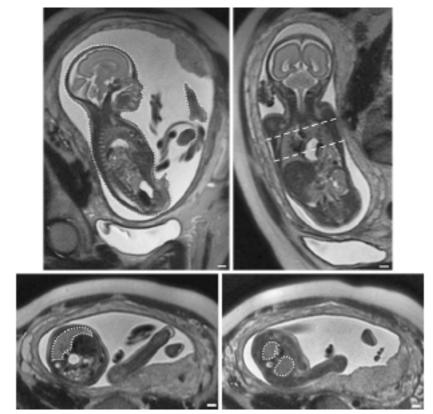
T2-weighted images of fetus with LCDH at 26 weeks without liver herniation. (*Top left*) Sagittal section with tracing (*dotted lines*) of the body contours. (*Top right*) Coronal view of the fetus demonstrates the level (*dashed lines*) at which the two axial images are made. (*Bottom*) Lung tracing (*dotted lines*) on the two axial views. (Scale: white bar in right lower corner is 1 cm.)
